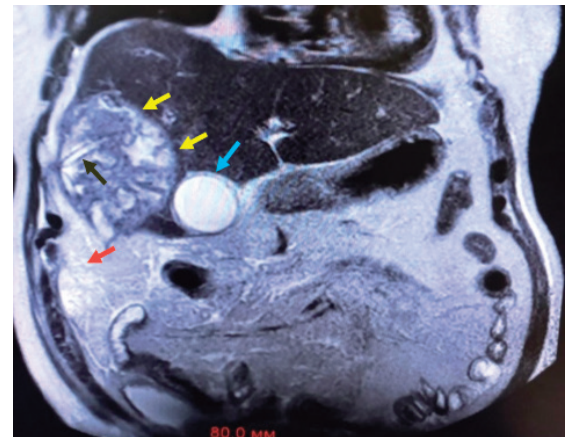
Пациент М., 58 лет – МРТ печени (контроль на 8 сутки после операции): абсцесс увеличился в размерах (желтые стрелки); в его просвете определяется дренажная трубка (черная стрелка); в брюшной полости – экссудат (красная стрелка)
